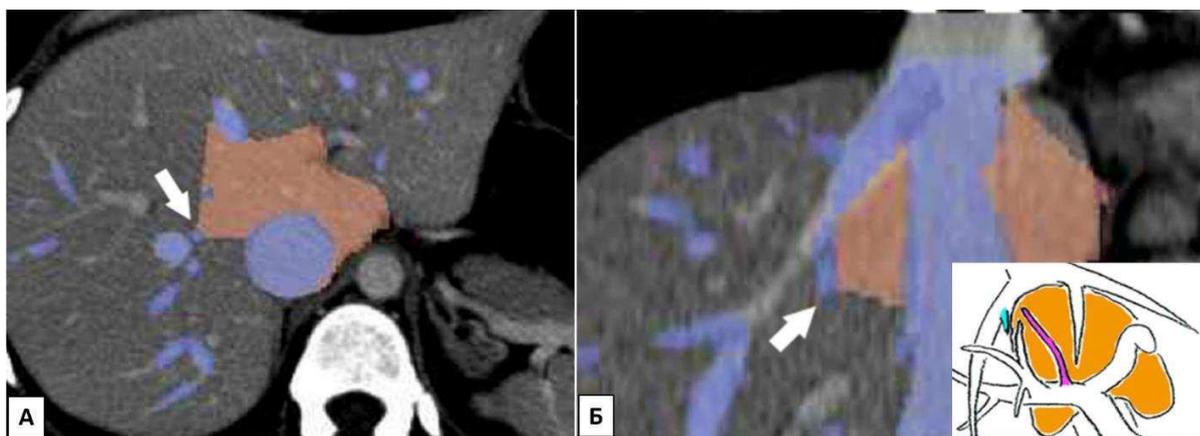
Паракавальная вена и правая граница первого сегмента печени. МСКТ: А-аксиальная плоскость, Б-фронтальная плоскость. Белая стрелка – паракавальная вена.
